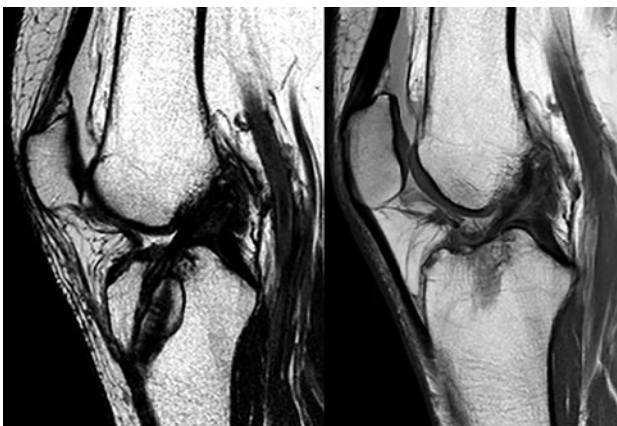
Corte sagital de resonancia magnética a los seis meses postoperatorio. Se evidencia neoligamento continuo y homogéneo.
